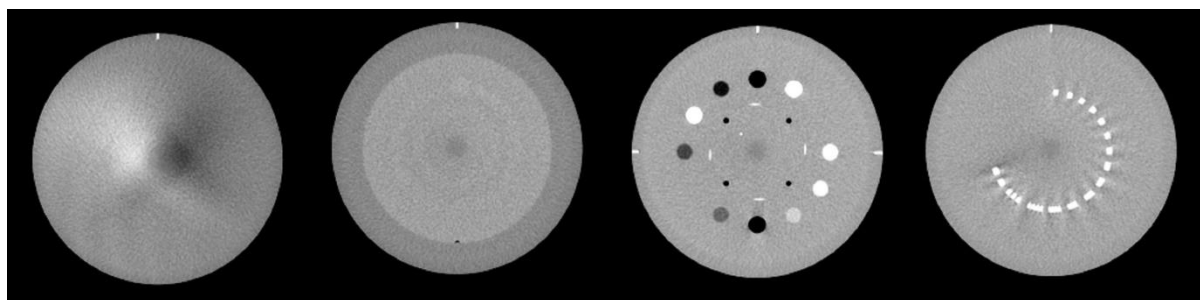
CBCT preseći za svaki modul (prvi red: *Chest*, drugi red: *Thorax Partial Left*, treći red: *Thorax Partal Right*)
